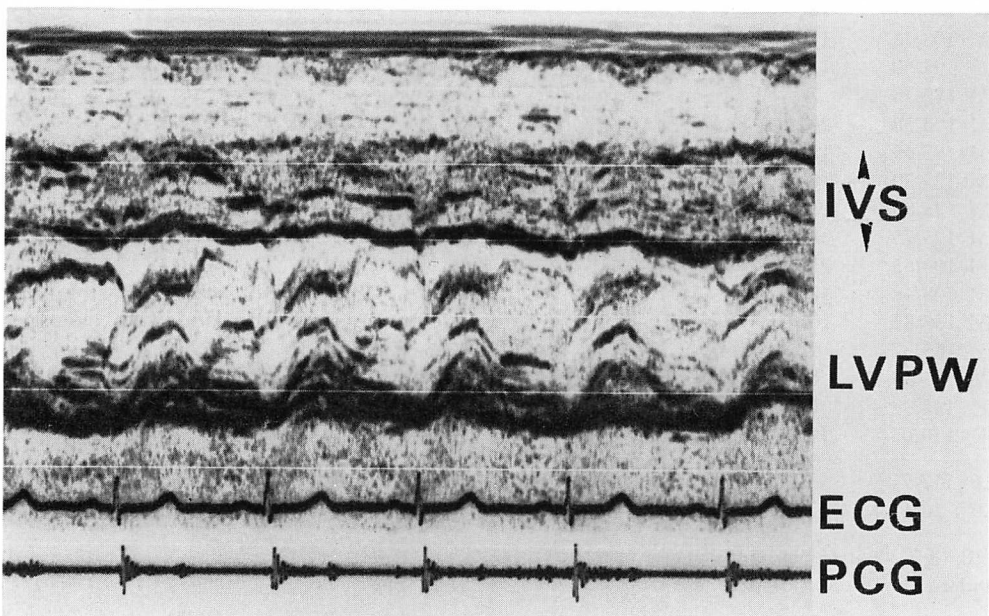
Echocardiogram showing asymmetric septal hypertrophy and systolic anterior motion of the mitral valve (Case 7).
